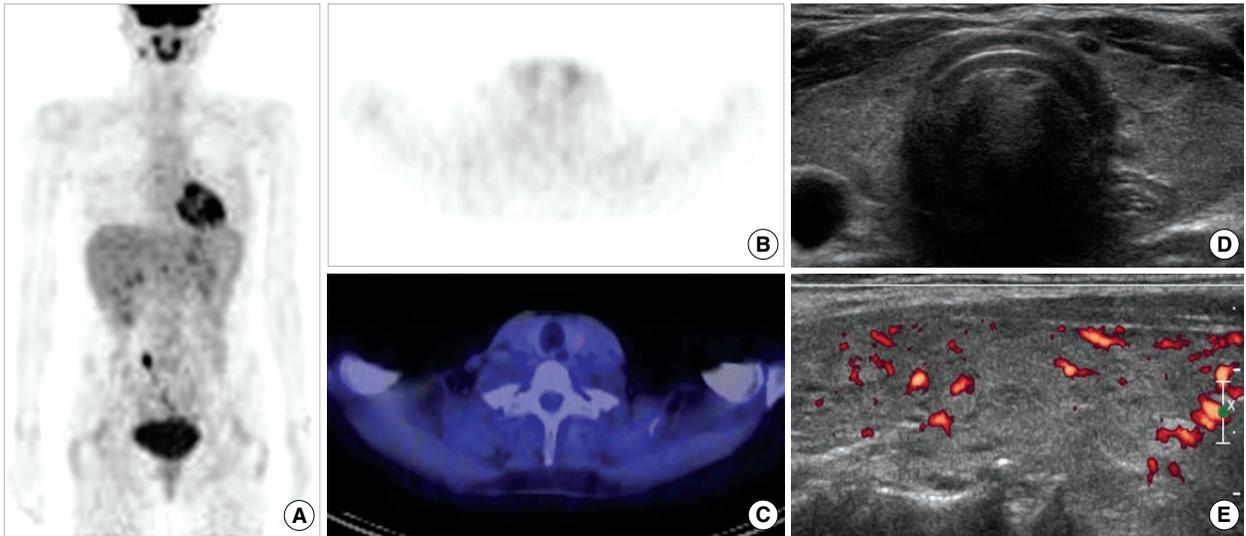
A case of diffusely increased F-18 FDG uptake, but less than activity of mediastinal blood pool, in the thyroid gland of 55-year-old patient. On ultrasound examination, echogenicity of thyroid gland was homogeneous and blood flow was normal. Serum TSH was 2.61 mIU/L (reference range, 0.17-4.05 mIU/L), free T4 was 10.9 ng/dL (reference range, 9.4-25 ng/dL) and T3 was 2.03 ng/dL (reference range, 0.8-2.2 ng/dL), suggestive of normal state of thyroid function. Shown are 3D MIP image (A), transaxial PET image (B), transaxial fused PET/CT image (C), ultrasound image (D), and doppler ultrasound image (E).
